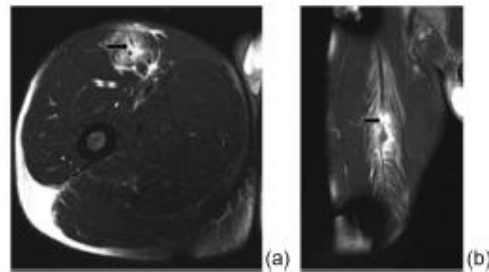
(Grade 2g) Fat-suppressed T2-weighted MRI axial (a) and coronal (b) images showing a moderate feather-like hyper-intense edema affecting the myotendinous junction with a clear gap (thick black arrows) showing loss of integrity of the muscle-tendon complex.
